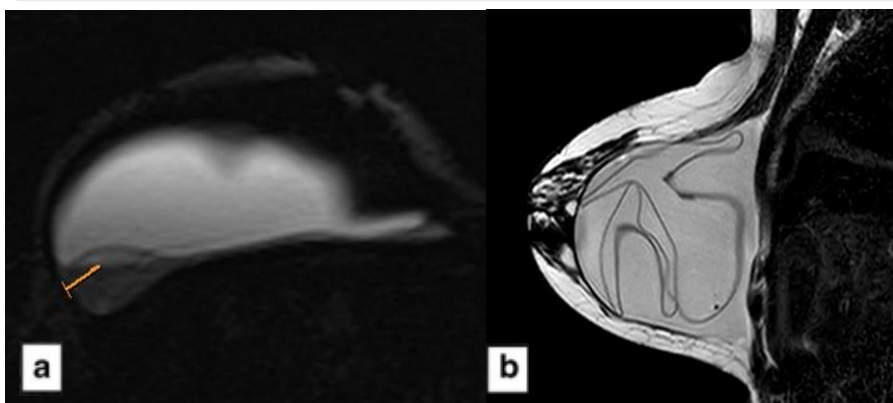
RM mamaria. a) Secuencia Silicona Only que muestra imagen laminar posterior y externa de igual intensidad de señal que la silicona como resultado de trasudación de silicona intracapsular (Flecha amarilla). b) Secuencia T2 sagital con líneas hipointensas como signo de Linquini en RIC.
